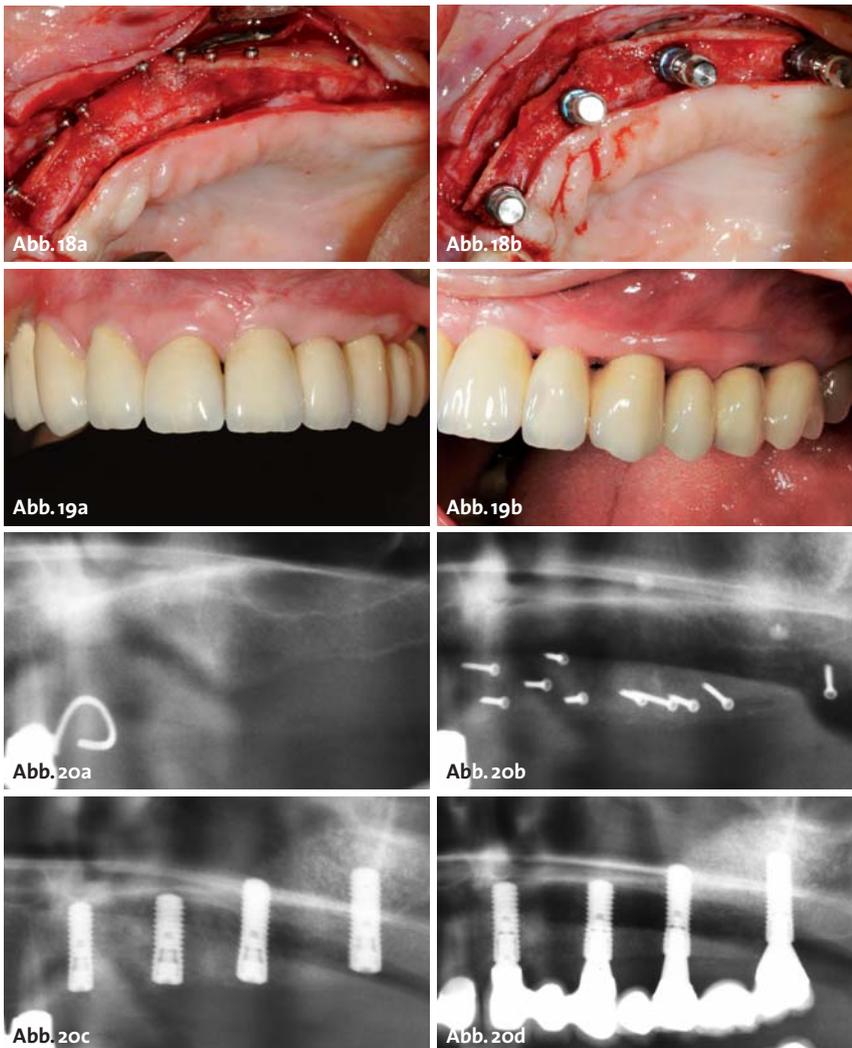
Implantation von vier Bone Level Implantaten Regio 21, 23, 25 und 27. Die problemlose Einheilung des Augmentats ohne größere Resorptionserscheinungen ermöglicht die exakte Positionierung der Implantate, ohne Kompromisse bei den prothetisch-geführten Implantatpositionen zu machen. – Abb. 19a und b: Klinische Situation nach prothetischer Versorgung: die Augmentation erlaubt die Durchführung der Brückenversorgung in der vertikal korrekten Position bei gleichzeitiger Harmonisierung der mukogingivalen Relation. – Abb. 20a–d: Ausschnitt aus den Orthopantomogrammen präoperativ, nach Augmentation, Implantation und prothetischer Versorgung. Die ausgeprägte Augmentation mit Fixierung mehrerer bukkaler und palatinaler Blöcke erforderte die Verwendung mehrerer Mikroschrauben. Es kam zu keinerlei Exposition oder Heilungsstörung, sodass die Implantate in korrekter Position in paralleler Ausrichtung inseriert werden konnten.
